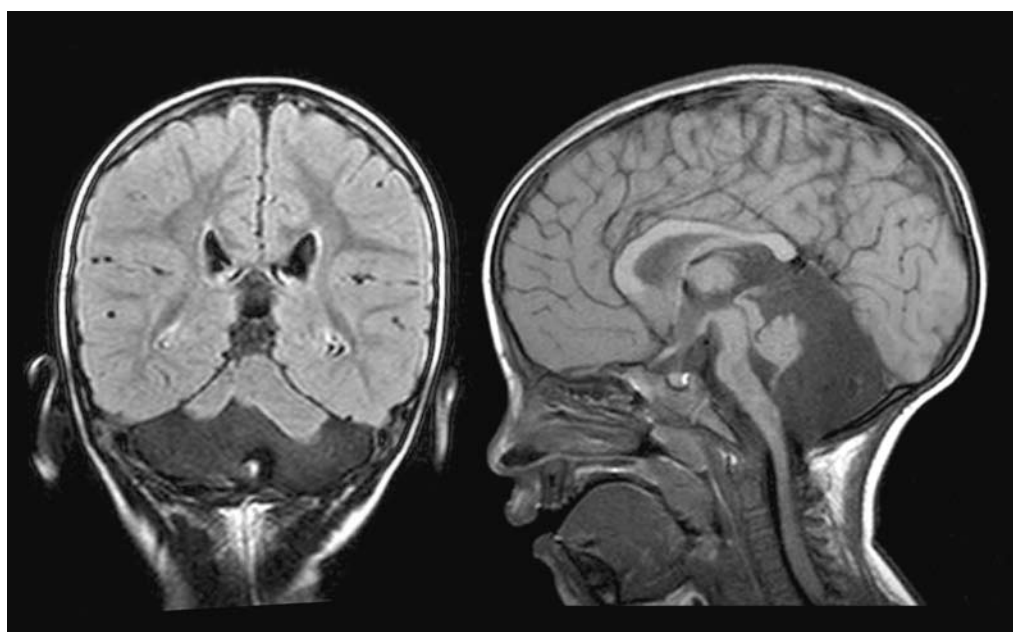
頭部MRI 左：FLAIR画像（TE=106/TR=9000/IT=2300）冠状断面 右：T1強調画像（TE=15/TR=566）矢状断面
